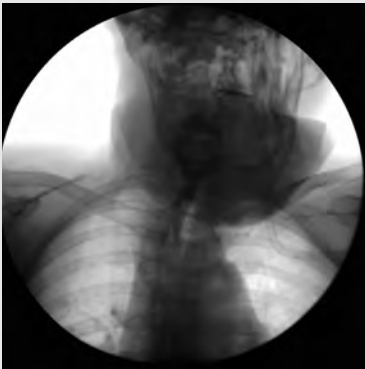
Рентгенограмма (прямая проекция) глоточно-пищеводного перехода и шейного отдела пищевода на 5 сутки послеоперационного периода
